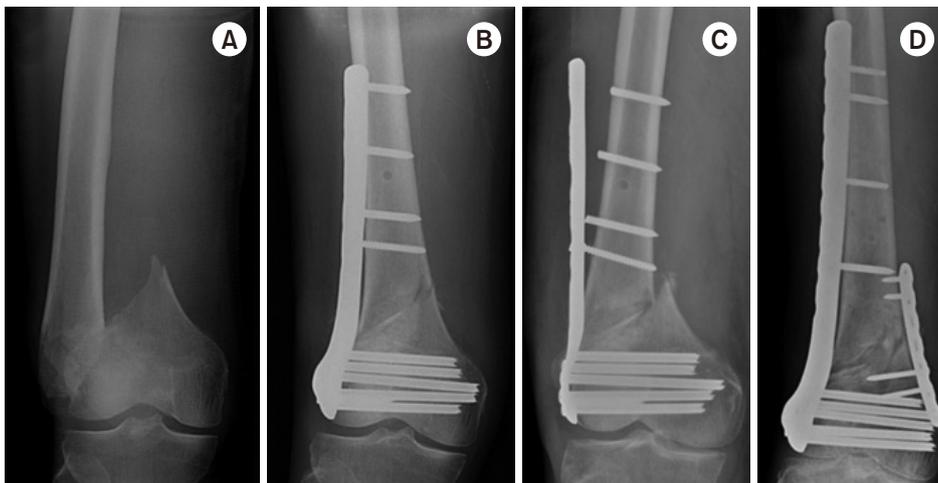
(A) Distal femur fracture in a 70-year-old male. (B) Postoperative anteroposterior radiograph after minimally invasive locked plating. (C) Fixation failure along with broken locking screws two months after surgery. (D) Anteroposterior radiograph seven months after double plating showing bony union.
